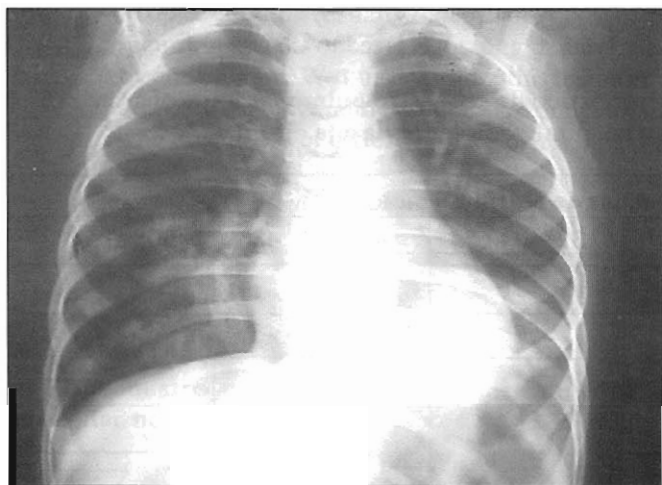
Radiografía tomada dos años atrás. Diagnóstico de alta: Bronconeumonía. Se apreciaba desde entonces imagen radiopaca (base de HTD) sugerente de consolidación y algunas imágenes quísticas.
